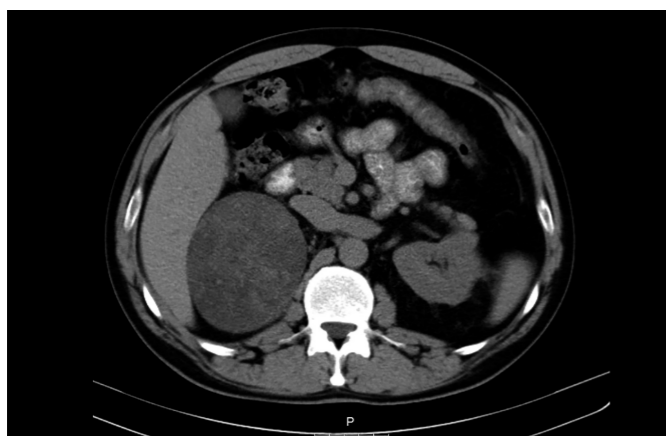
Non-contrast CT scan showing right adrenal mass with 10 cm maximum diameter (transverse section)
